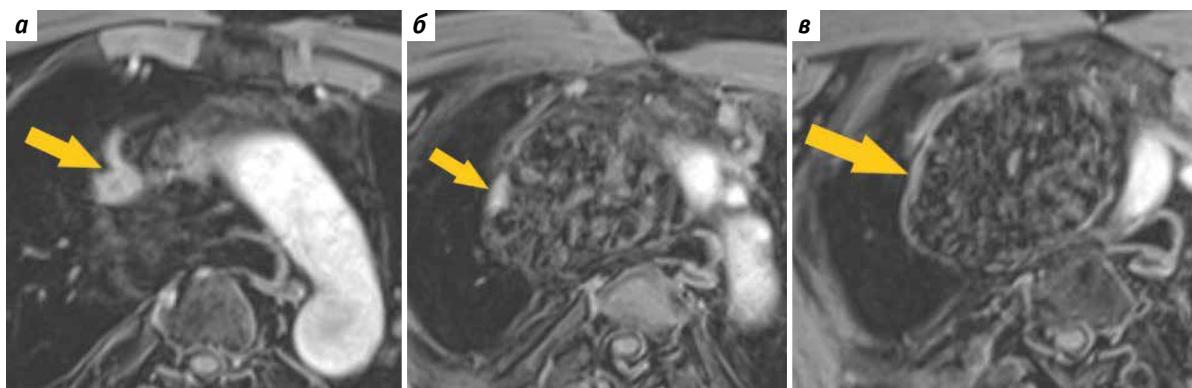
Магнитно-резонансная томография области прилегания плечеголовной вены к новообразованию. Стрелками указаны зона бифуркации (а), область компрессии (б) и зона неубедительной дифференцировки плечеголовной вены (в)
